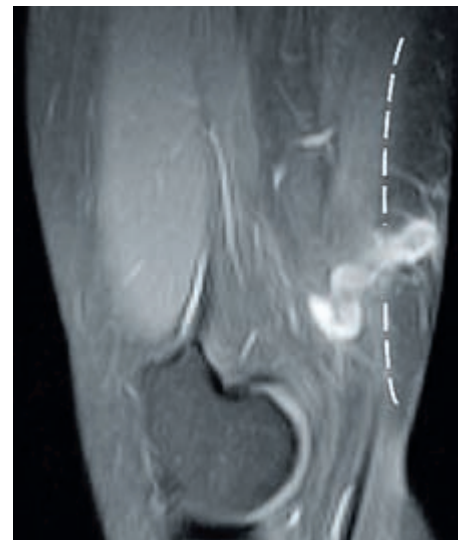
MRT-Bild (T1, Turbo-Spin-Echo, sagittal) mit thrombosierter, entzündlicher Perforansvene an beschriebener Stelle beim Durchtritt durch die Faszia lata (gestrichelte Linie) mit deutlicher Kalibererweiterung (bis 11 mm).
